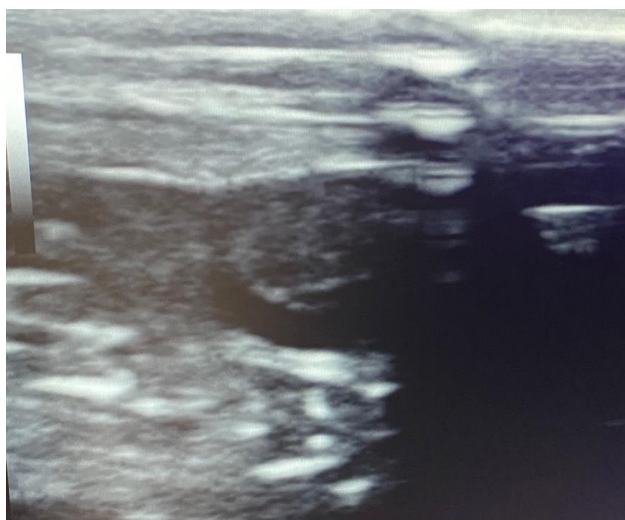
Вторая серия, опыт №6. УЗИ модели «остаточной» полости, 20 сутки после операции.
